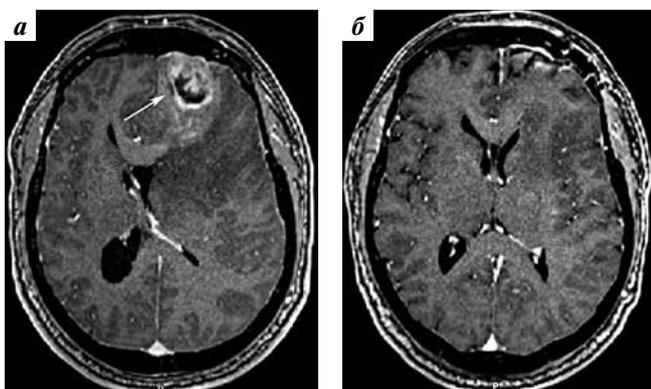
Магнитно-резонансная томография пациента с глиобластомой левой лобной доли: а – до операции; б – через 3 мес после нее
